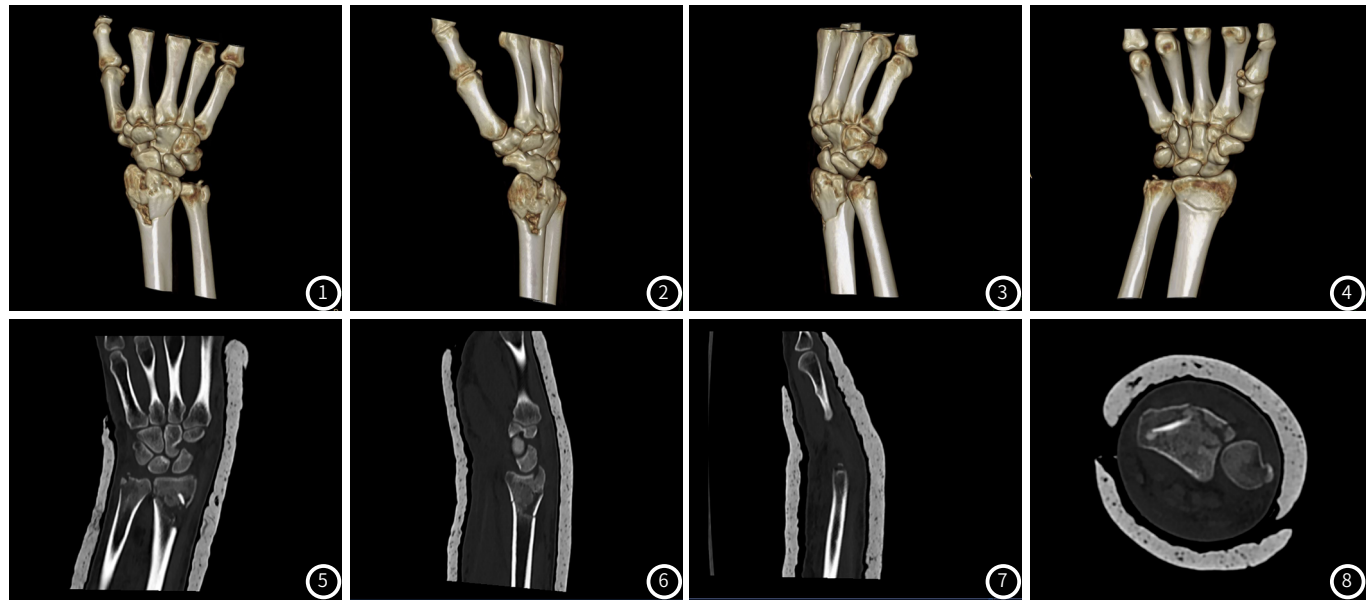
~图4 患者男，45岁，CT检查图像显示：右侧桡骨远端骨质粉碎性断裂，断端累及桡腕关节面，部分断端向内嵌插进骨髓腔内，断端轻度分离，右侧尺骨茎突骨质断裂，断端向上移位，桡腕关节尺侧间隙增宽。图5~图8 右腕关节诸骨未见明显骨折征象，右腕关节周围软组织增厚，层次不清，境界模糊。皮肤外见外固定高密度影。
